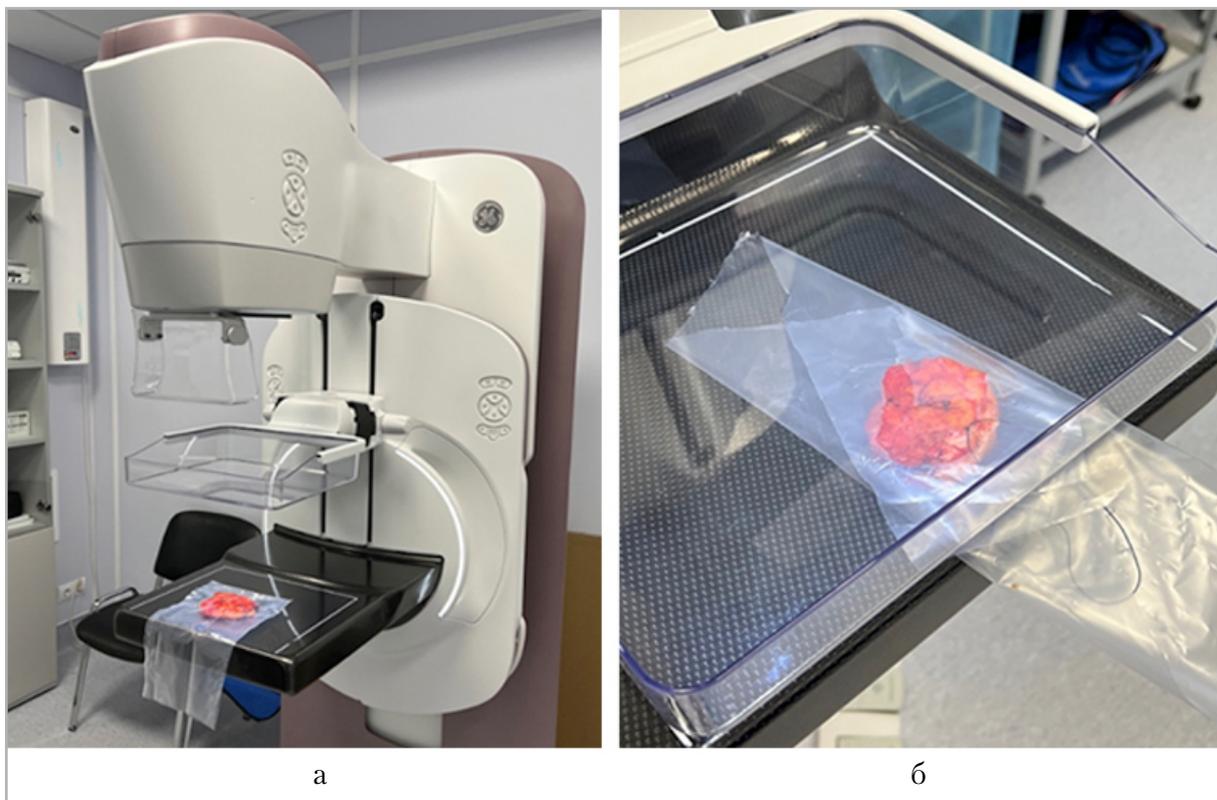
Позиционирование удаленного сектора молочной железы при интраоперационной рентгеновской секторографии: а – вид спереди; б – вид сверху
